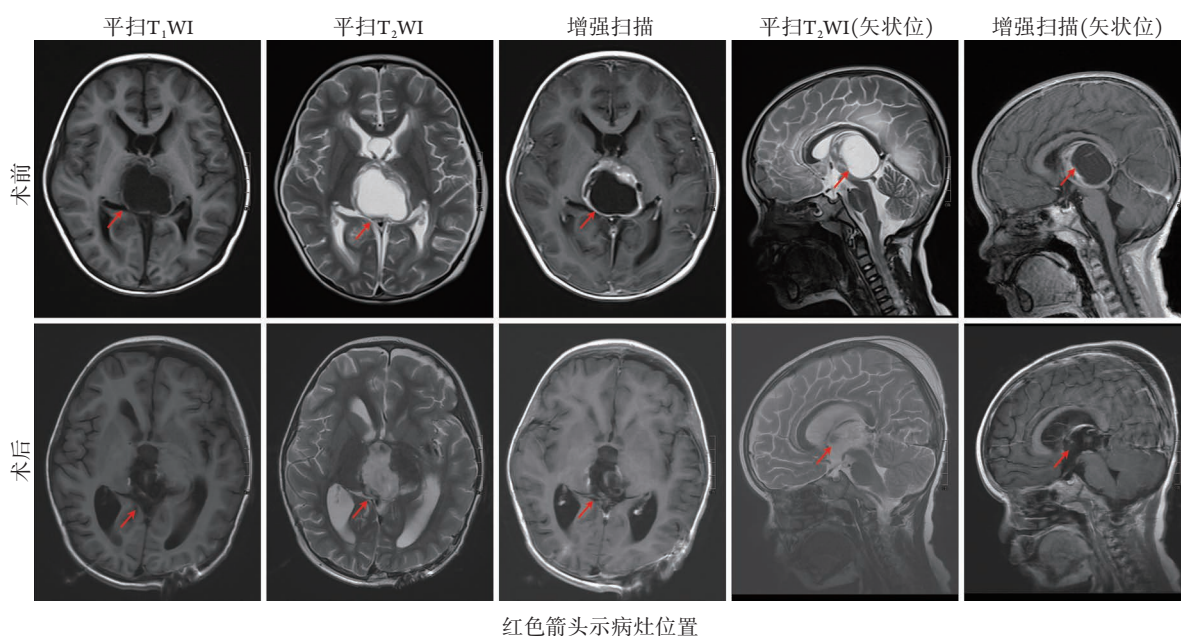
松果体区乳头状肿瘤患者2(男,5.7岁)术前、术后头颅MRI对比
